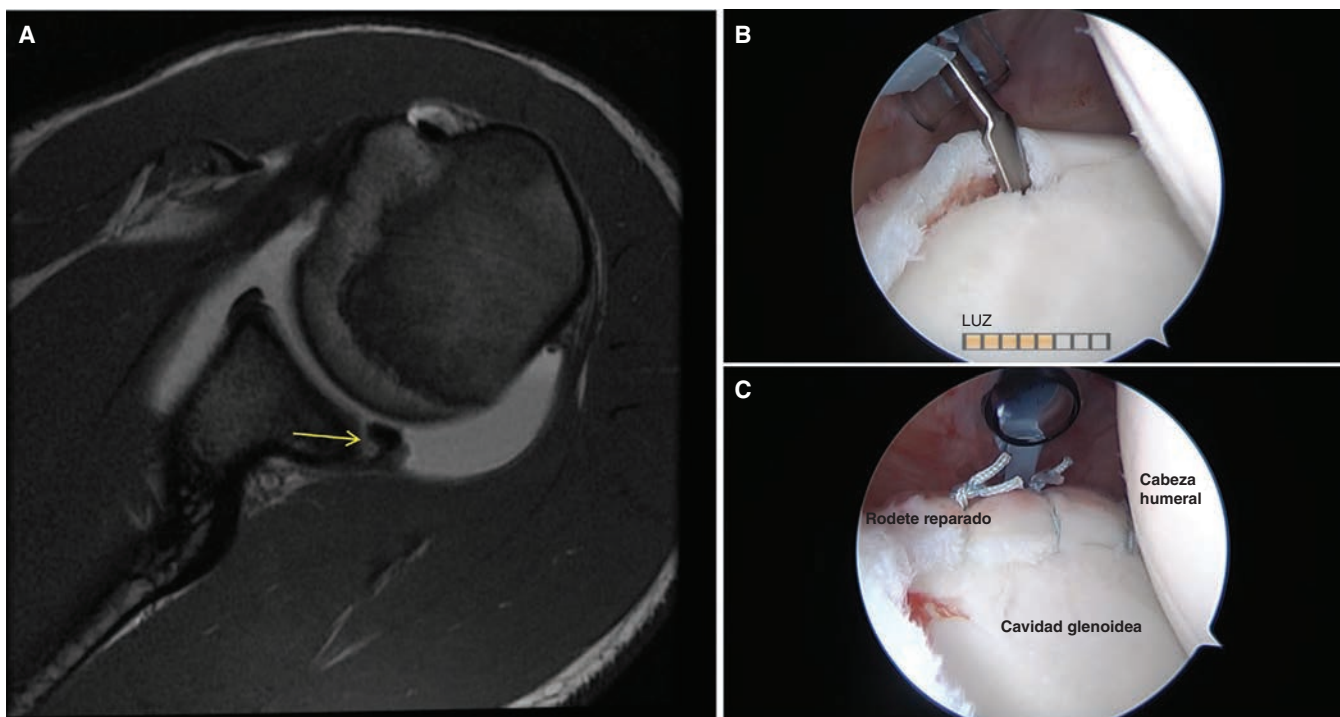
Estudio imagenológico y tratamiento del desgarro en el rodete glenoideo del hombro. A. La imagen axil de resonancia magnética ponderada en T1 señala un desgarro de la porción posterosuperior del rodete (*flecha*). B. Imagen artroscópica con la persona en decúbito lateral en que se identifica desprendimiento del rodete desgarrado y separado de la cavidad glenoidea. C. Imagen artroscópica que demuestra la reparación del rodete en su sitio de fijación y para ello se usan suturas de anclaje en la cavidad glenoidea y suturas que fijan el rodete a dicha cavidad.
